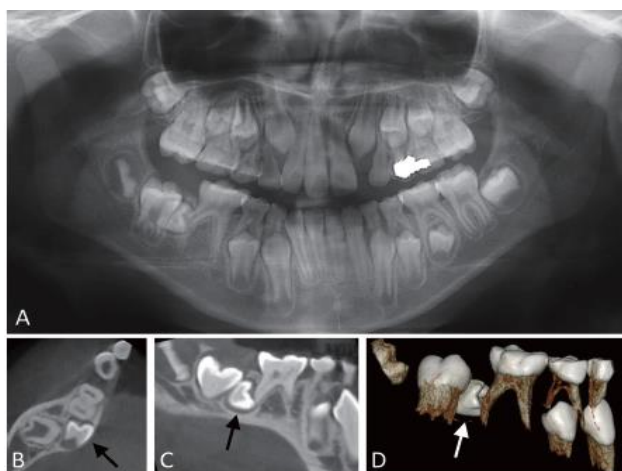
Radiographie panoramique et scanner de la situation initiale : impaction de la première molaire mandibulaire en raison de l'ectopie distale du germe de la prémolaire adjacente (patient de 9 ans) (56).
